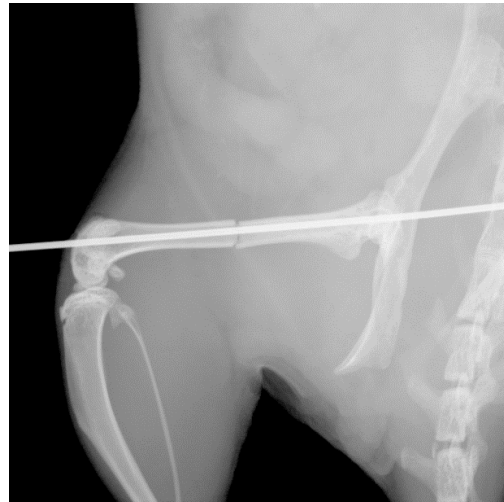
Röntgenologische Kontrolle der Femurfraktur
